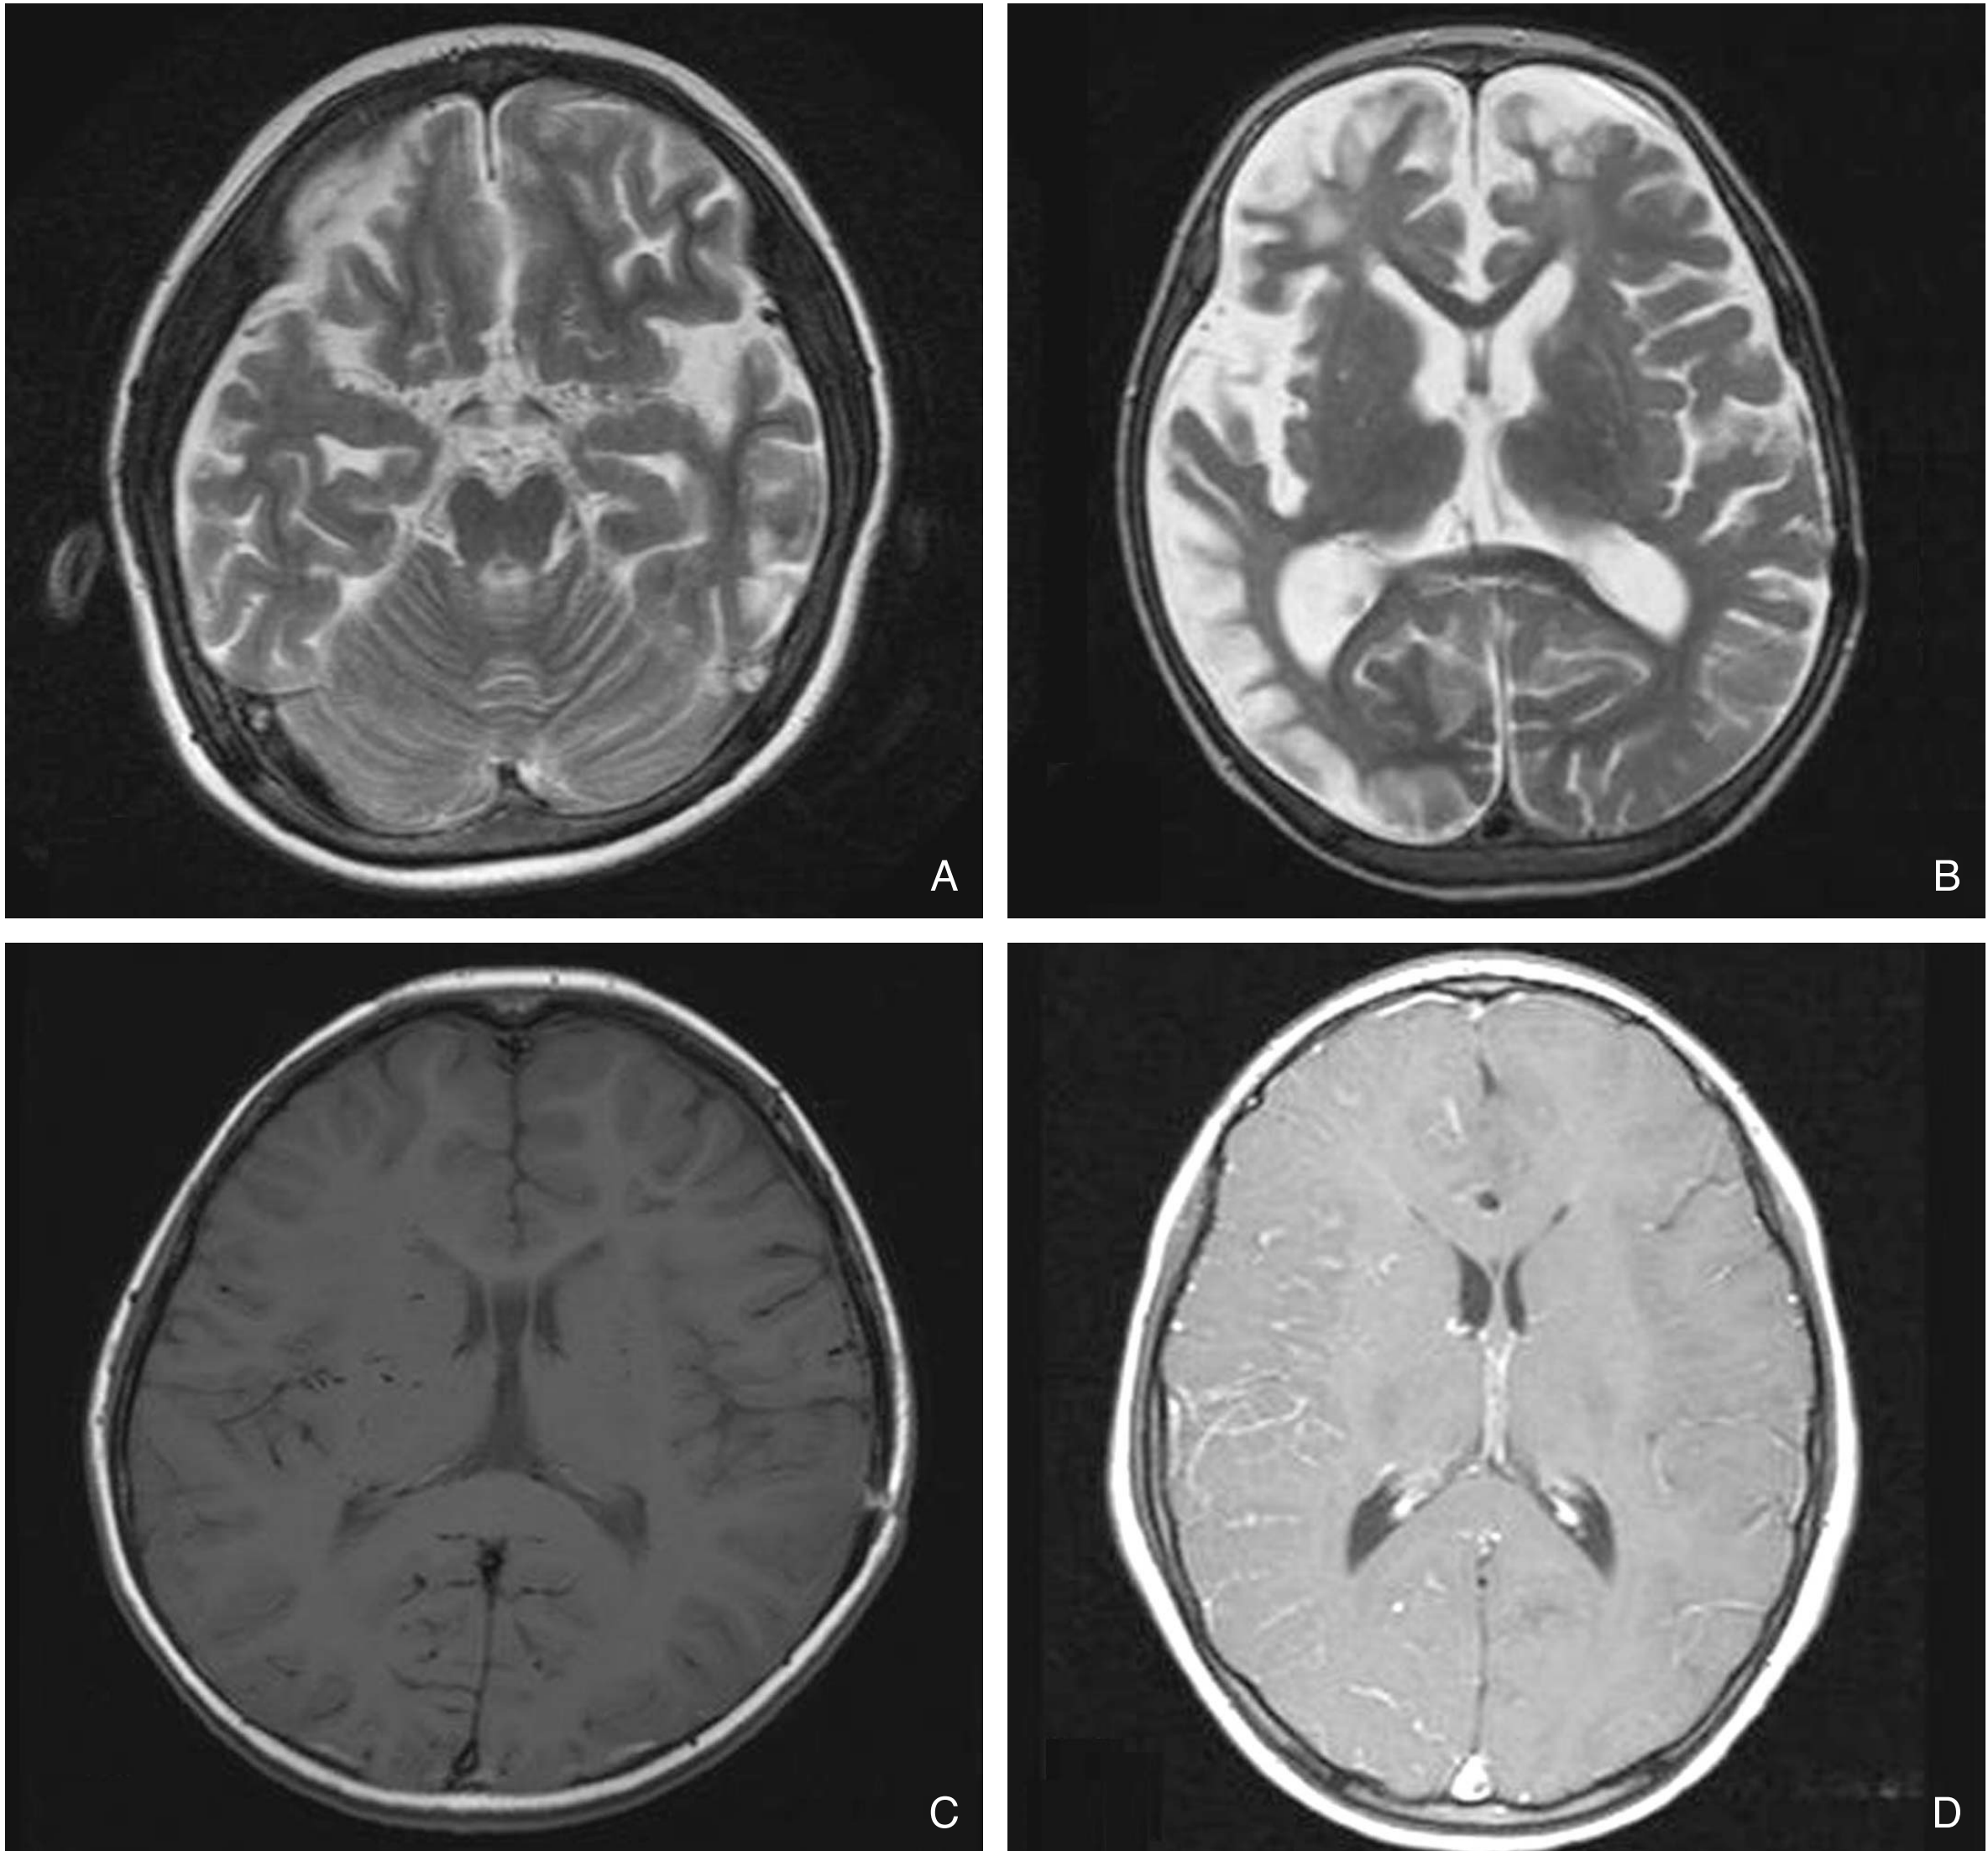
An axial T2-weighted MR image shows diminished flow voids in the internal carotid and middle cerebral arteries (A) and huge cortical infarction in the right hemisphere and left frontal lobe (B). An axial T1-weighted MR image demonstrates punctuate and curvilinear flow voids of the hypertrophied moyamoya collateral in the basal ganglia (C). An axial T1-weighted MR image with gadolinium enhancement reveals prominent leptomeningeal enhancement in the right hemisphere (D).
